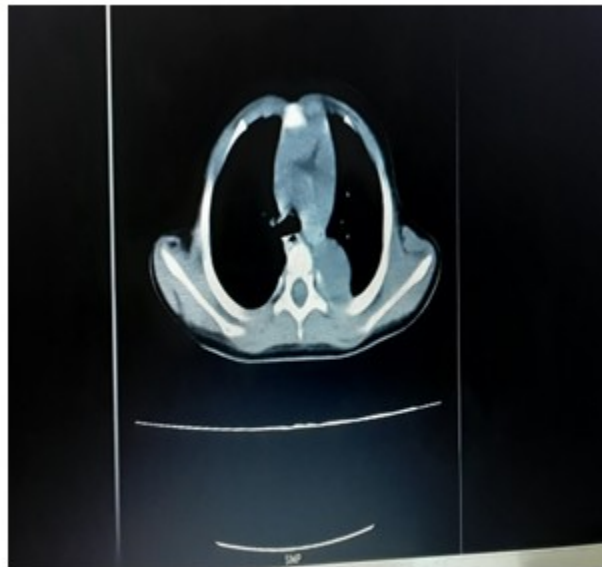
TAC de tórax. Se observó imagen sólida, ovoidea con bordes bien delimitados en mediastino posterior. Tomografía simple, vista en proyección axial. Ventana mediastínica
